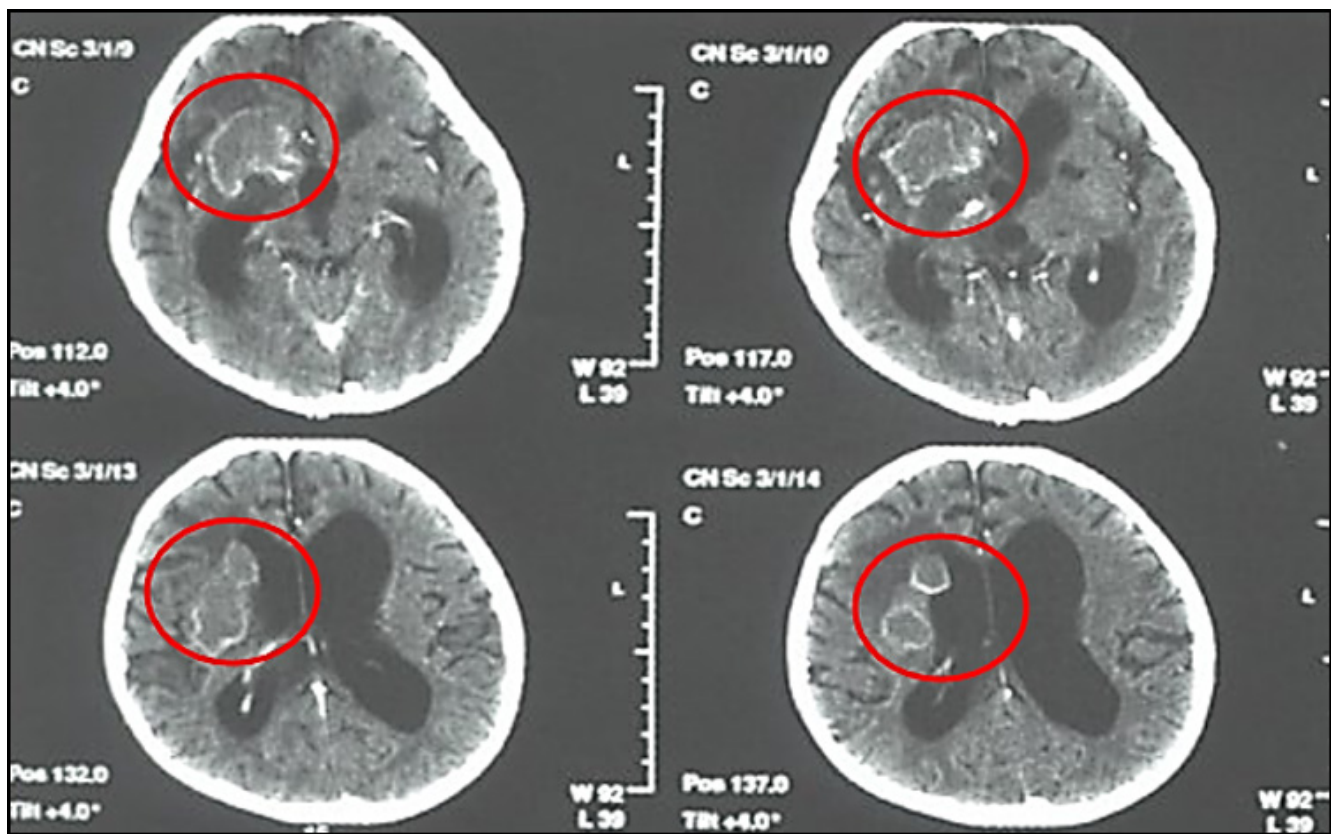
Tomografía axial computarizada con imagen sugestiva de tuberculomas
